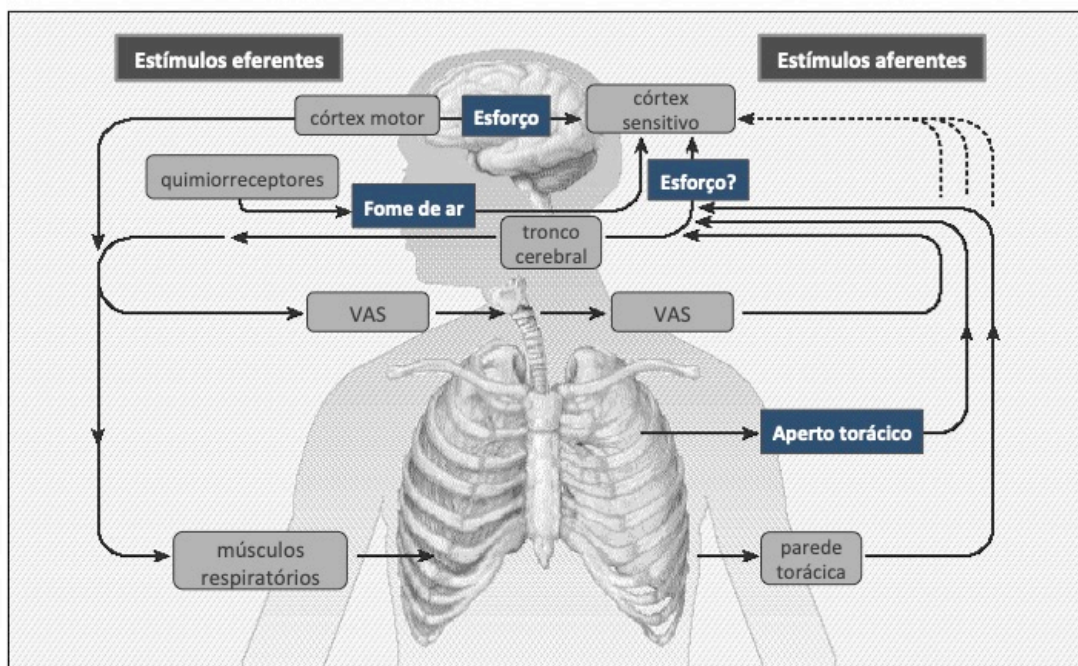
Estímulos eferentes e aferentes que contribuem para as qualidade de dispnéia. Fonte: Beach D, Schwartzstein RM¹¹
